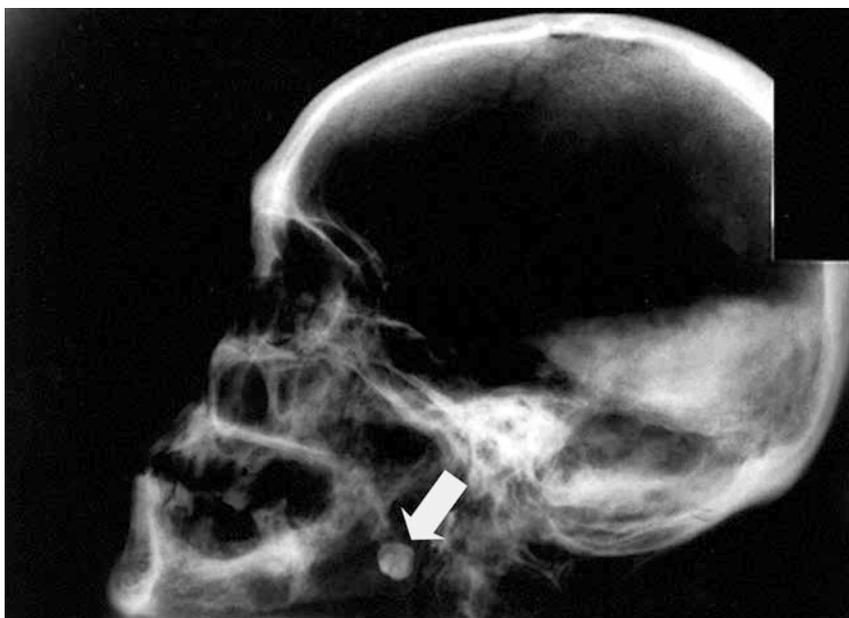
Radiografía en norma lateral donde se observa un objeto radio opaco que se presumía se trataba del proyectil que perforó la tabla craneal.
